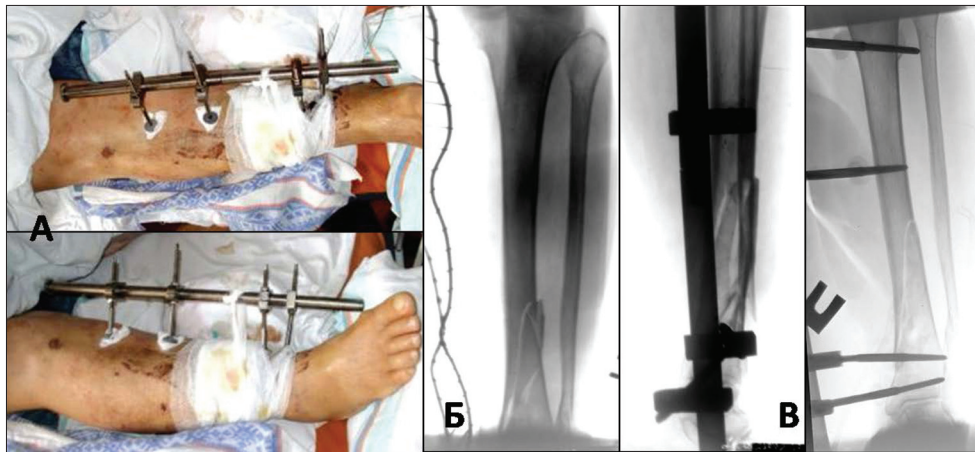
А – рентгенограми на момент госпіталізації; Б – рентгенограми після операції із застосуванням АЗФ-ПІ; В – вигляд кінцівки після операції
